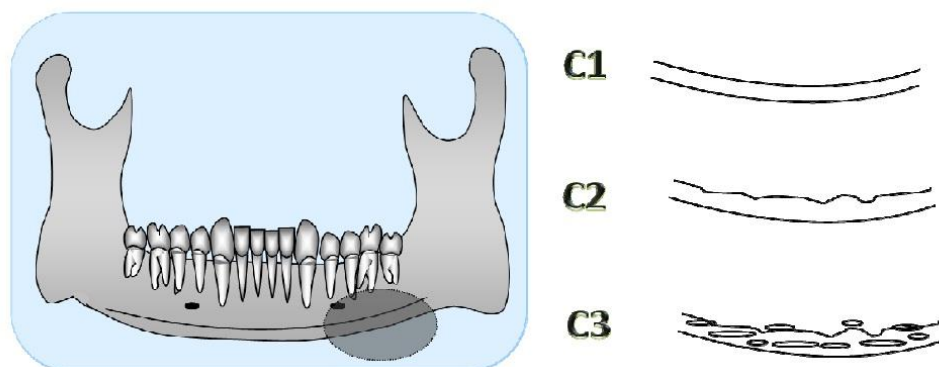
Índice Cortical Mandibular baseado nas mudanças do córtex da borda inferior da mandíbula observadas na radiografia panorâmica. FONTE: Valério CS, 2011.
